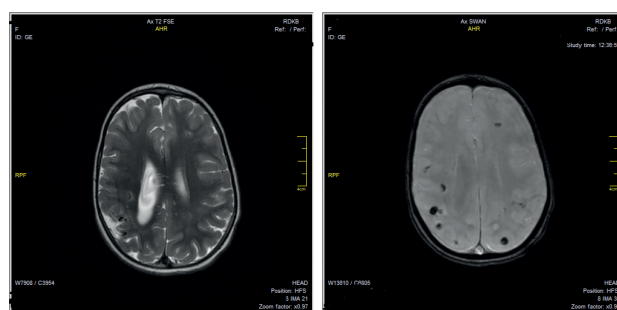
(А, Б). Пациент Г, 10 мес. МРТ 3 Тл, аксиальная проекция, ИП T2 (А), ИП SWAN (Б). Синдром Штурге-Вебера. Множественные лептоменингеальные ангиомы, на SWAN более отчетливо виден билатеральных характер поражений (собственное исследование).
